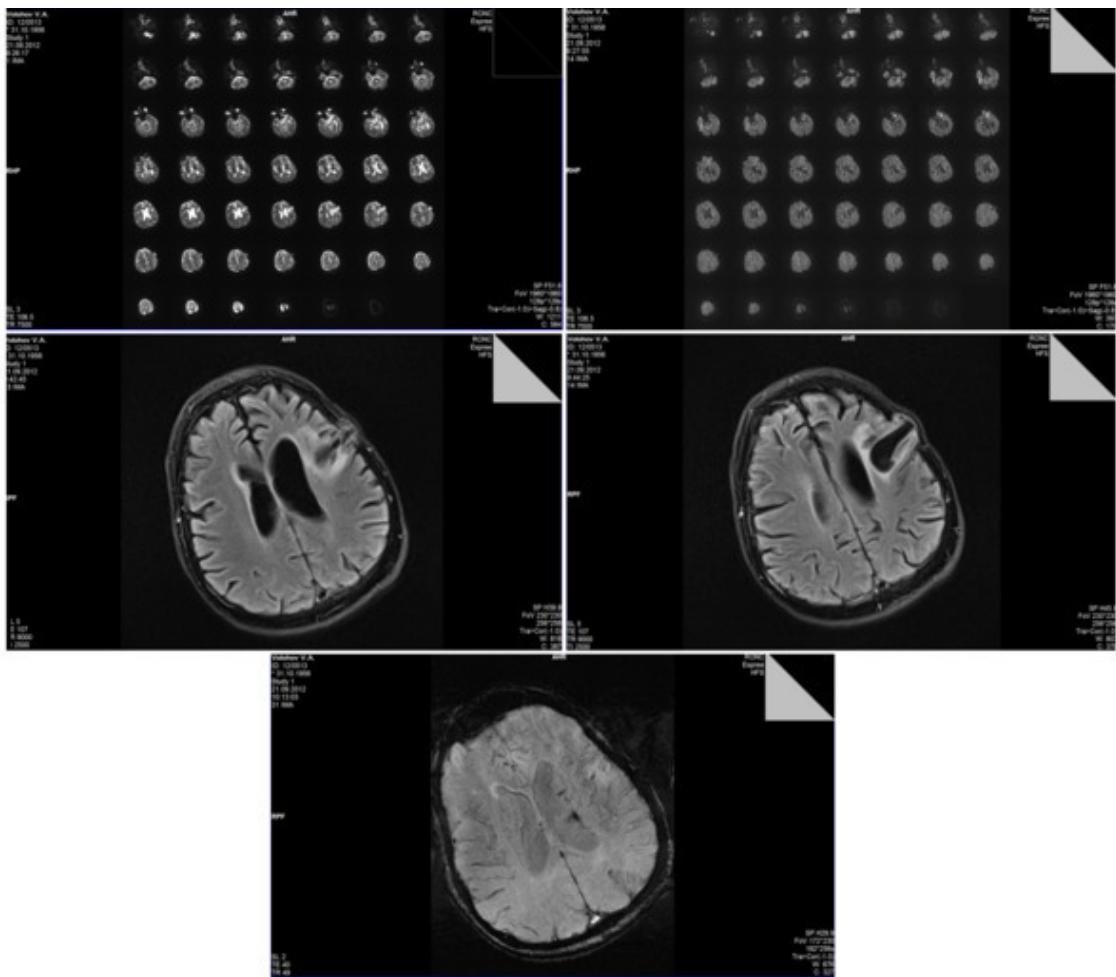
3-тесловое МРТ головного мозга больного В.
